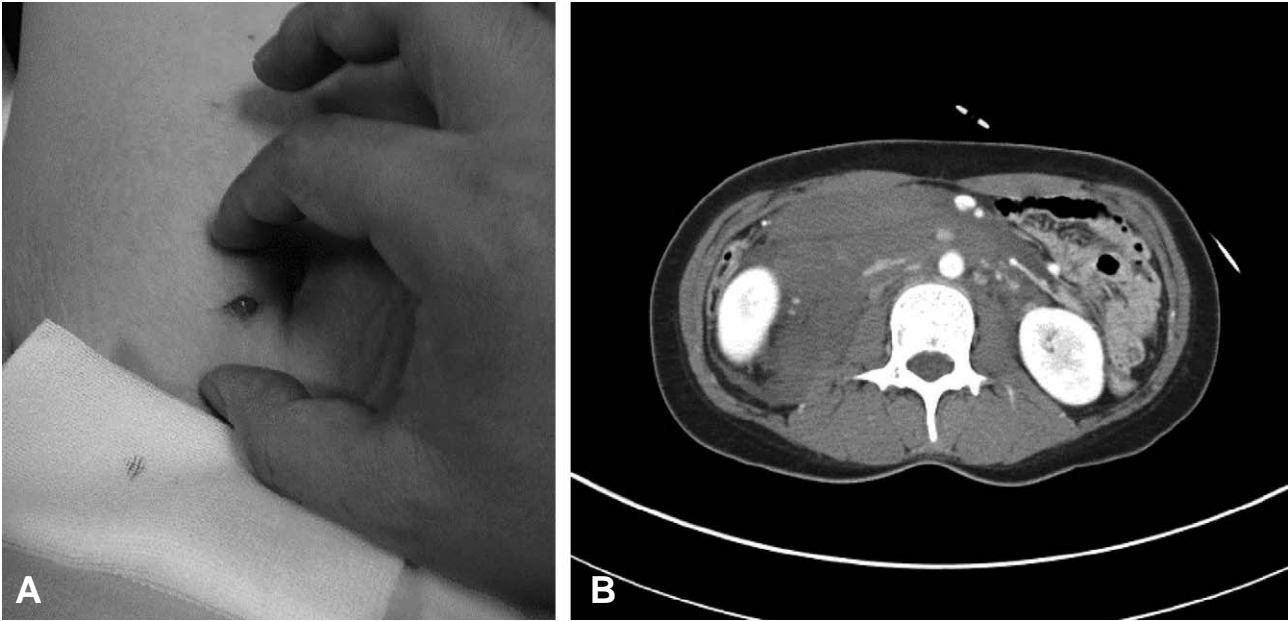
(A) 25-year-old female presented with periumbilical stab wound. (B) Contrast enhanced abdominal CT showed retroperitoneal hematoma.
